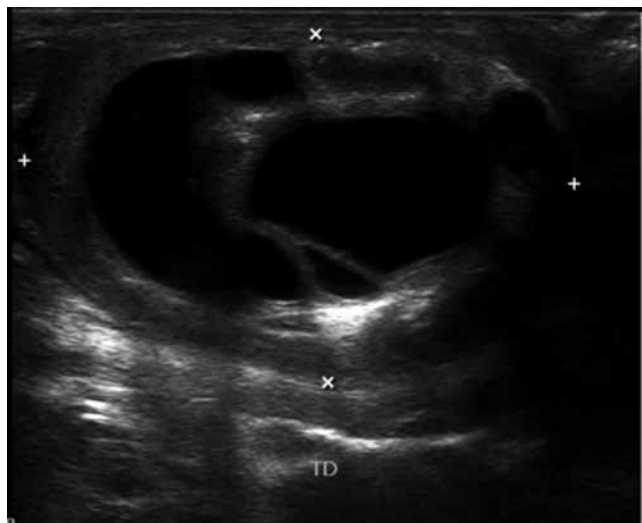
Aspecto del tumor testicular por ultrasonido.
